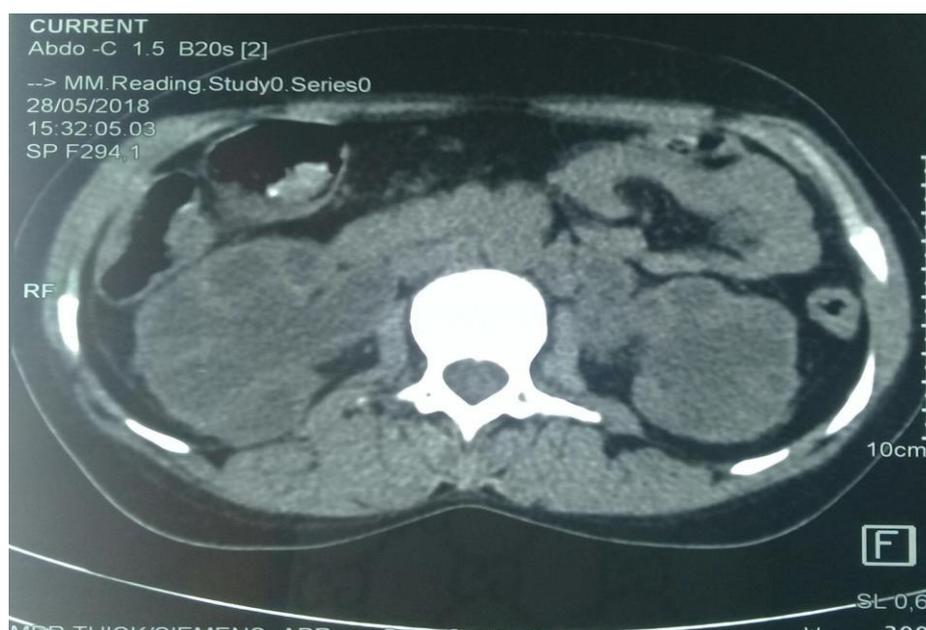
TDM abdomino-pelvienne montrant une hydronéphrose bilatérale.
